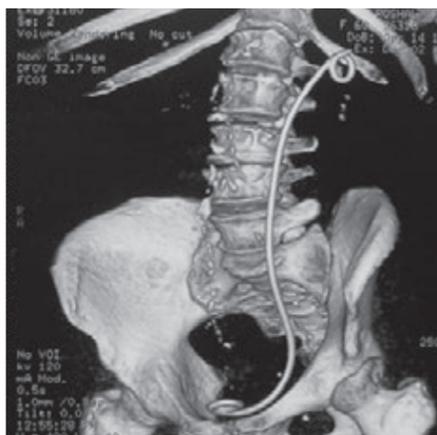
Мультиспиральная компьютерная томография. 3D-реконструкция. Камни в левой почке. Верхние мочевыводящие пути дренированы стентом
